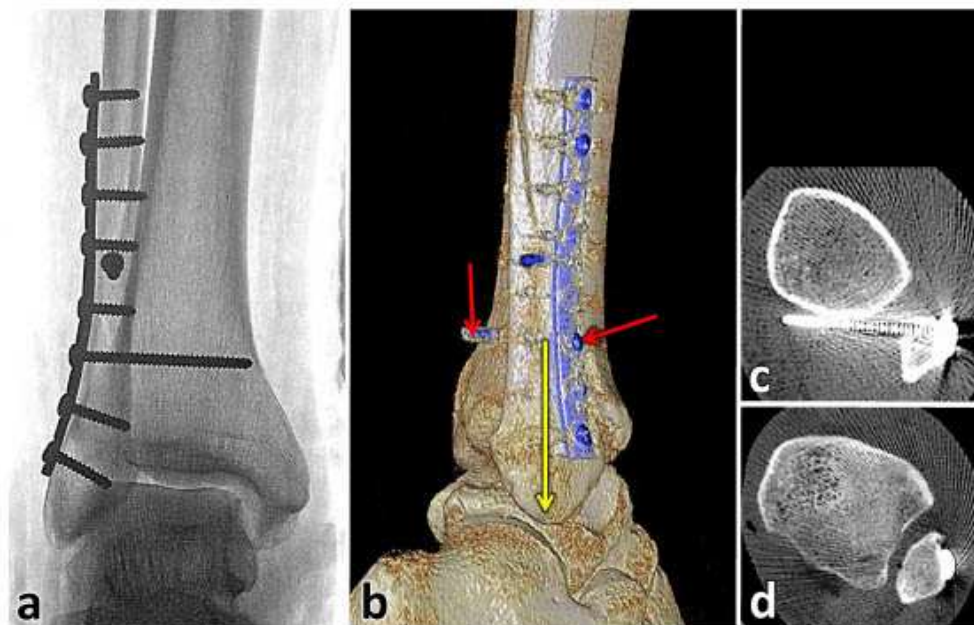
Effect of anterolateral placement of a fibular plate on the trajectory of the syndesmosis screw. a ap radiograph; b 3D CT reconstruction; c axial CT scan at the level of the syndesmosis screw; d
